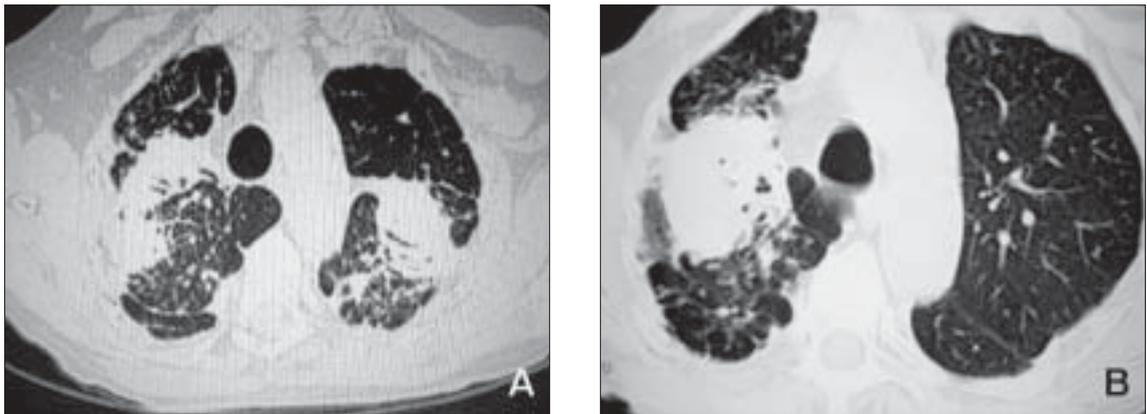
Tomografía computada de tórax antes (A) y después (B) de trasplante monopulmonar izquierdo, se observa extensas masas silicóticas en los pulmones nativos.
